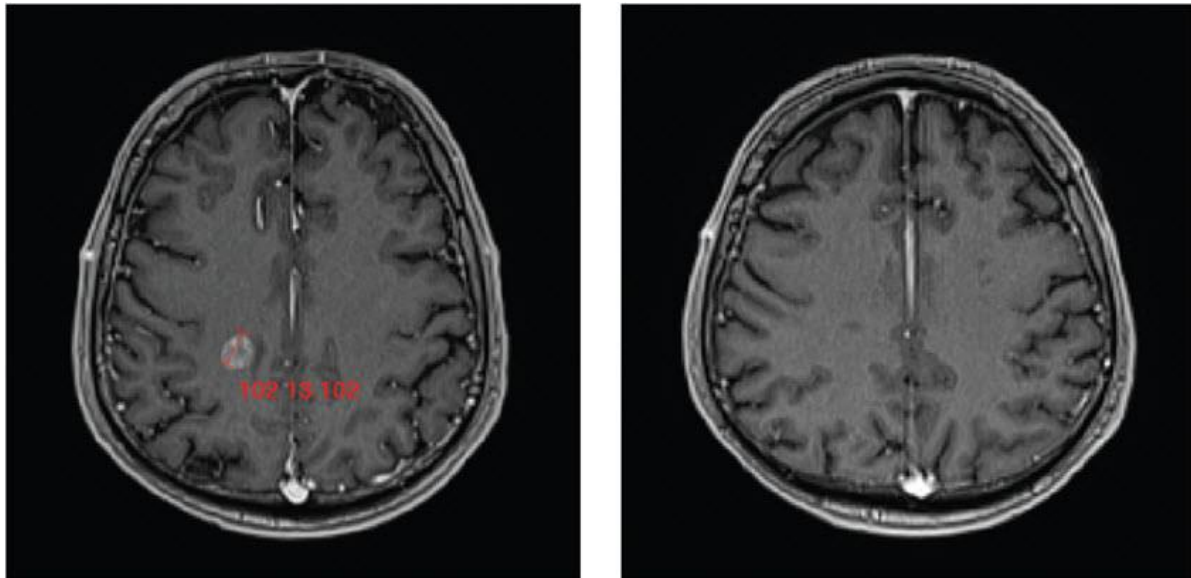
Intrakranielle MRT- Aufnahmen eines Crizotinib-vorbehandelten Patienten in Studie X2101 zu Studienbeginn (links) und nach 10 Monate nach Beginn der Behandlung mit Ceritinib (rechts). Das rechte Bild zeigt eine Remission der Tumorherde (retrospektive Beurteilung durch unabhängige Reviewer).
